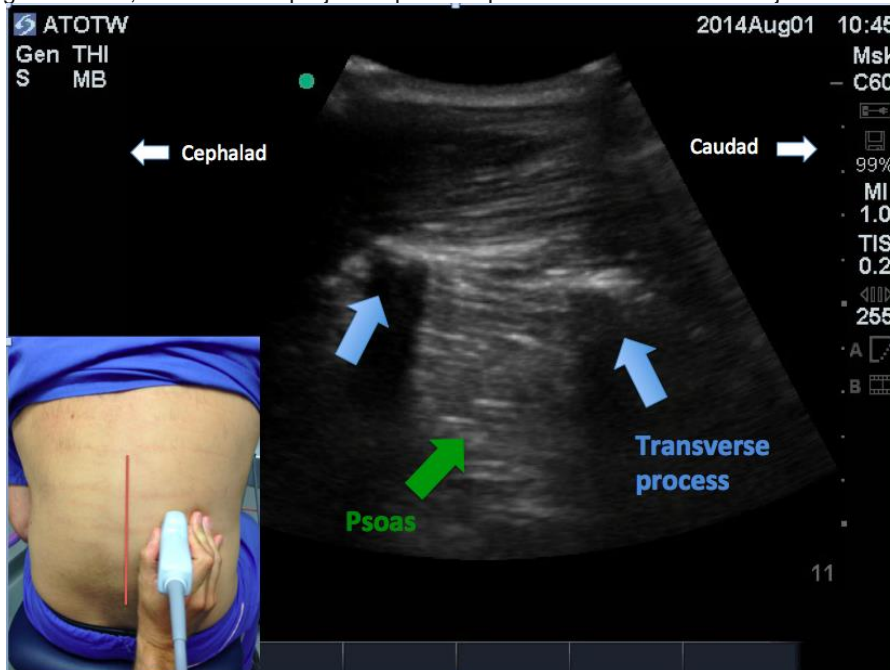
Vue para-sagittale à environ quatre centimètres de la ligne médiane, céphalique aux crêtes iliaques. Les pointes des apophyses transverses sont visibles comme un croissant lumineux avec une ombre ultrasonique s'étendant plus postérieur. Le muscle psoas est vu entre et plus profondément par rapport aux apophyses transverses. (Ligne médiane de la colonne vertébrale indiquée par la ligne verticale rouge)
